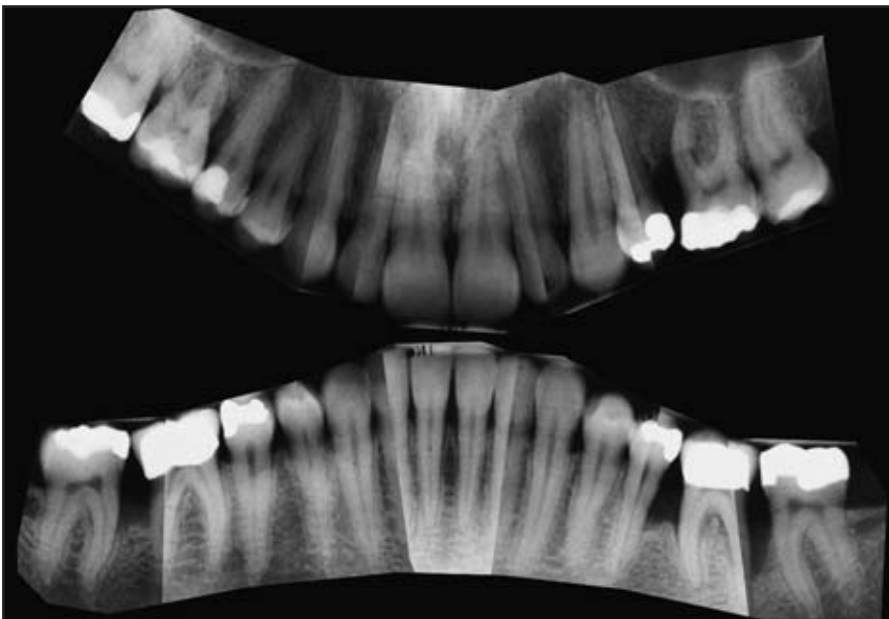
Röntgenstatus 2002, 7 Jahre nach der ersten nicht chirurgischen Therapie. Der parodontale Zusammenbruch (vertikale Defekte) ist im Oberkiefer am rechten ersten Molar und zwischen dem linken ersten Prämolaren und ersten Molar sowie im Unterkiefer zwischen dem linken zweiten Molar und dem zweiten Prämolaren sowie dem rechten ersten und zweiten Molar zu erkennen.
